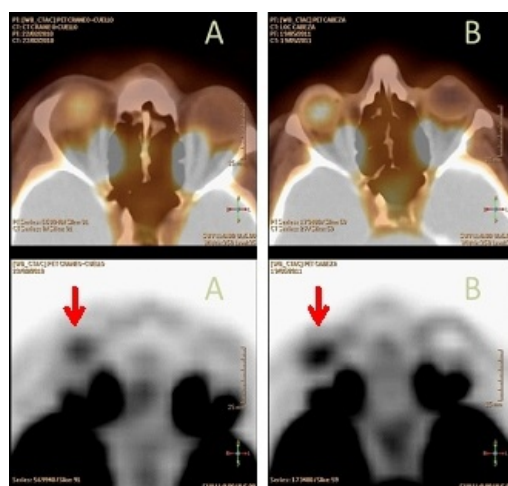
A, cortes axiales de ^{18}F -FDG PET y fusión PET-TC donde se observa captación patológica focal intraocular derecha sugestiva de malignidad (SUVmáx 4,7). B, cortes axiales de ^{18}F -FDG PET y fusión PET-TC donde se visualiza un acúmulo con elevada avidéz por la FDG (SUVmáx 5,9) localizado en el interior de la prótesis MEDPOR ocular derecha que se interpreta como actividad inflamatoria debido al tejido de granulación que infiltra la prótesis.
